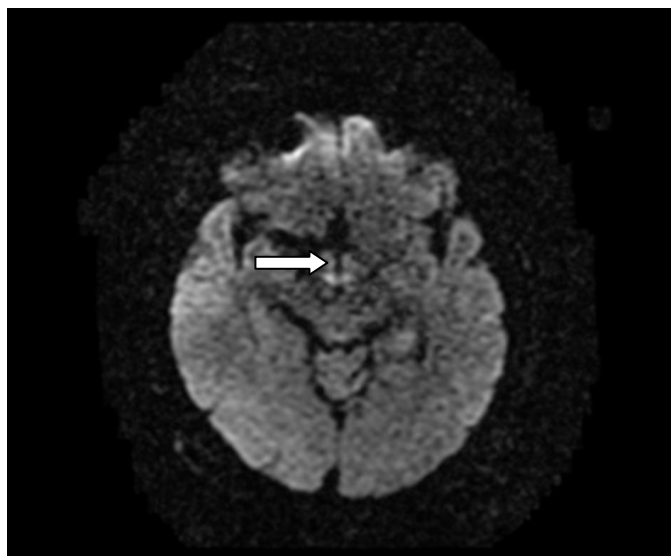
IMÁGENES POR RMN REPRESENTATIVAS.
